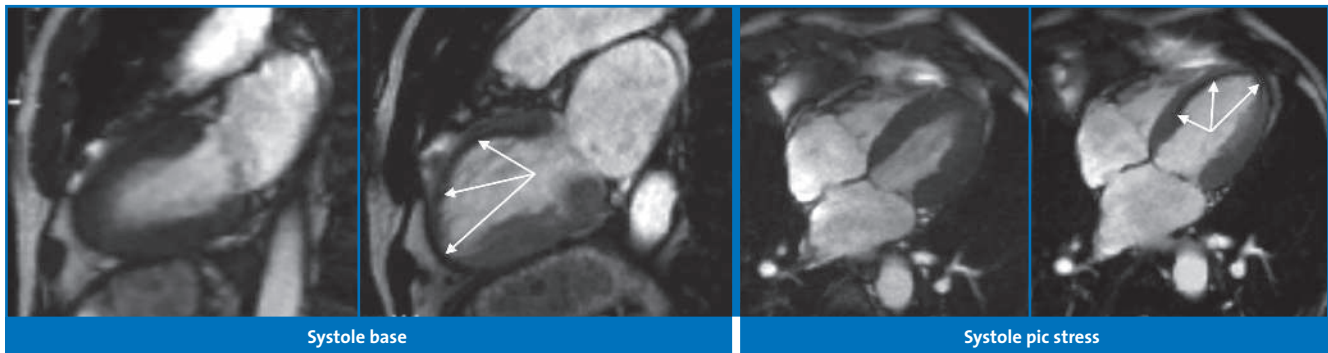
Images extraites de ciné-IRM de stress sous dobutamine en vue 2 et 4 cavités en fin de systole chez un patient présentant une BPCO, limité par une dyspnée d'effort. Notez l'apparition au cours du stress sous dobutamine d'une akinésie étendue antéro-septo-apicale (flèches) indiquant une ischémie dans le territoire de l'IVA. Le patient présentait une sténose de l'IVA proximale.
